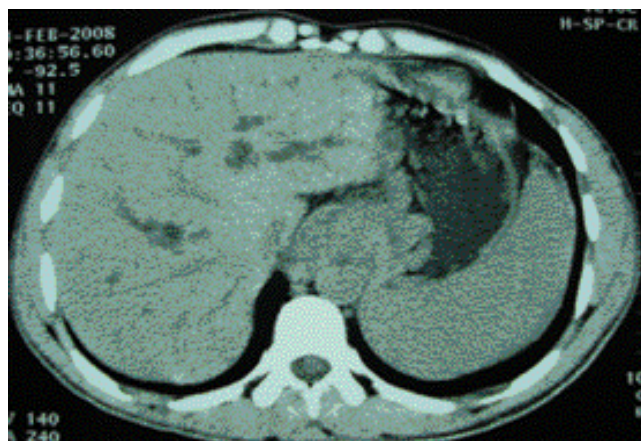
TDM abdominale montrant un cavernome porte avec dilatations des voies biliaires intrahépatiques.
